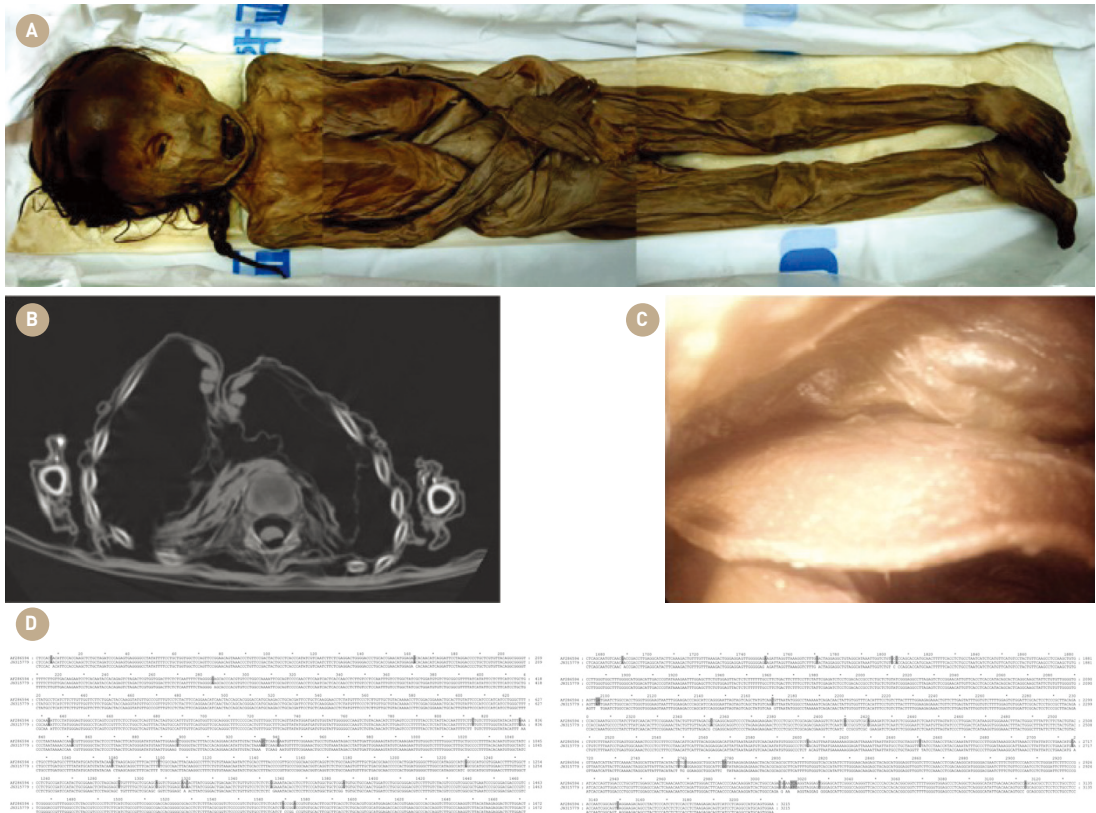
(A) 16세기 조선시대 소년의 미라, (B) 복부 CT 영상, (C) 복강경 영상, (D) 미라에서 검출된 고대 B형간염 바이러스의 유전자 전체 서열(자료 제공: 단국대 내과 김석배 교수).
